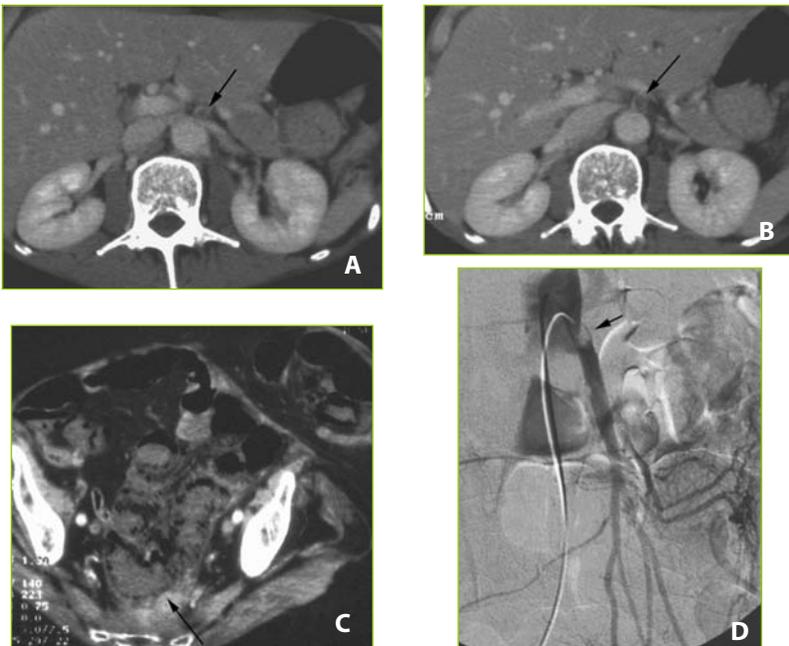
Homme de 70 ans admis aux urgences pour douleur abdominale. La TDM réalisée montre un embole (flèche) à l'origine de l'artère mésentérique supérieure (A, B). Il existe une nécrose de la paroi digestive au niveau de l'intestin grêle avec une pneumatose pariétale (flèche) (C). L'artériographie confirme la présence du thrombus à l'origine de l'artère mésentérique supérieure (D). L'intervention chirurgicale retrouve un segment d'intestin grêle nécrosé et le chirurgien réalise une résection de ce segment.
